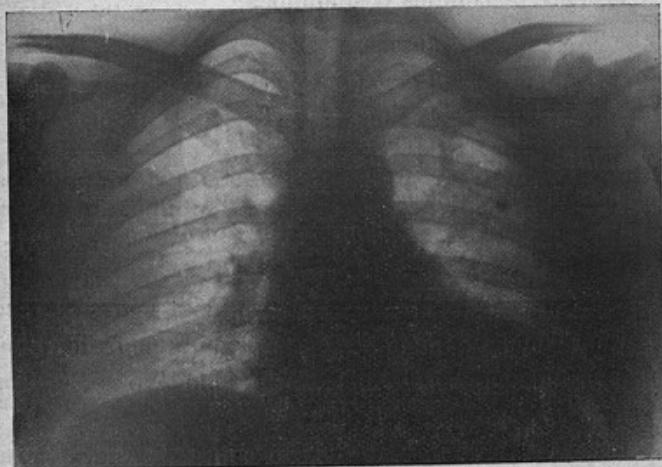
Radiographie n° 44. Guérison clinique.
